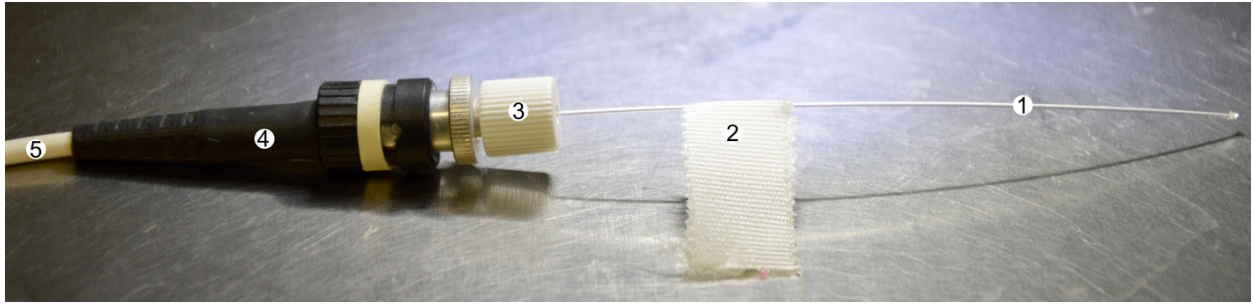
Fiberoptische Sonde und Adapter. Das Foto zeigt die fiberoptische Sonde (1), die zur besseren manuellen Positionierung auf der Schädelkalotte mit einem Klebestreifen (2) versehen ist. Die Sonde ist durch den weißen Schraubring (3) im Adapter (4) fixiert, sodass das optische Signal über die Sonde, den Adapter und schließlich das Kabel (5) zur Laser-Doppler-Messeinheit (vergleiche Abbildung 3) geleitet wird.
